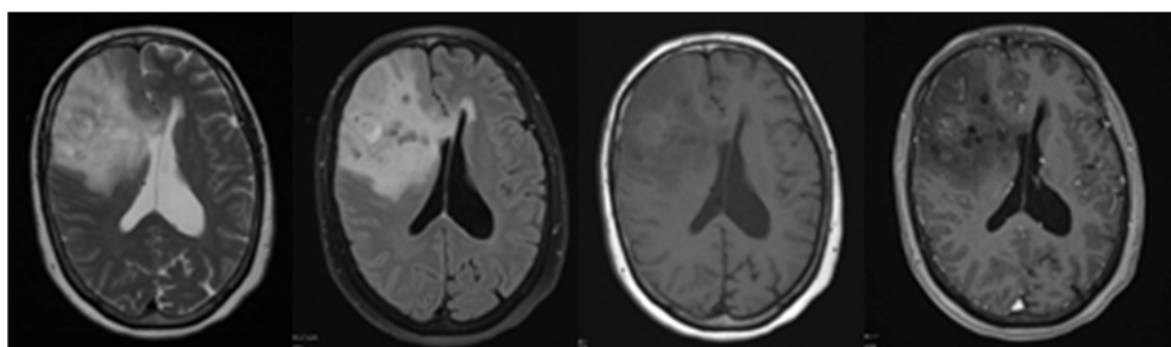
МРТ до операции в режимах: А – T2WI, Б – T2-FLAIR, В – T1WI, Г – T1WI с контрастным усилением
